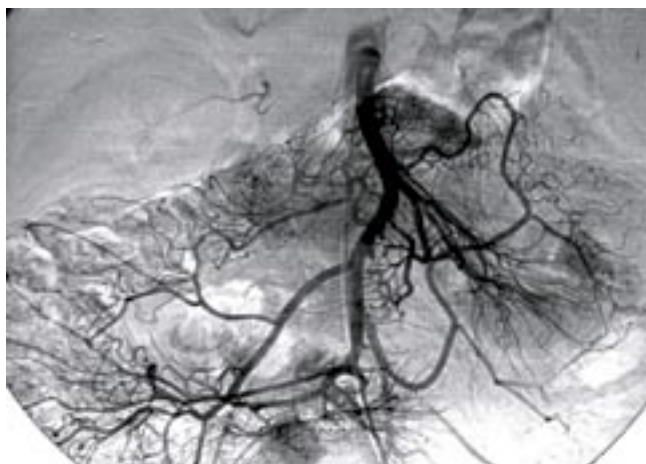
Регионарная инфузионная терапия. Введение мафусола в верхнюю брыжеечную артерию при распространенном перитоните
